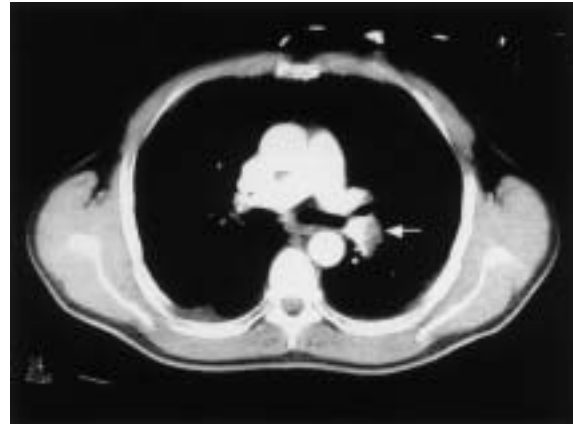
TC torácica. Imagen compatible con un trombo en la arteria pulmonar izquierda.
